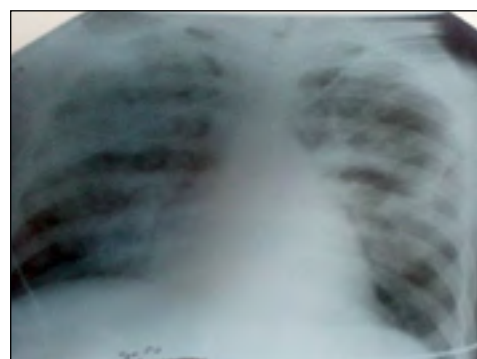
Рентгенографія ОГК пацієнта
